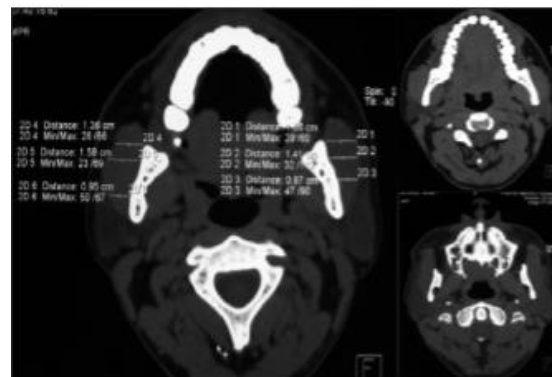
TAC en donde se observan los diámetros transversos de ambos músculos maseteros después del tratamiento. ²⁹
